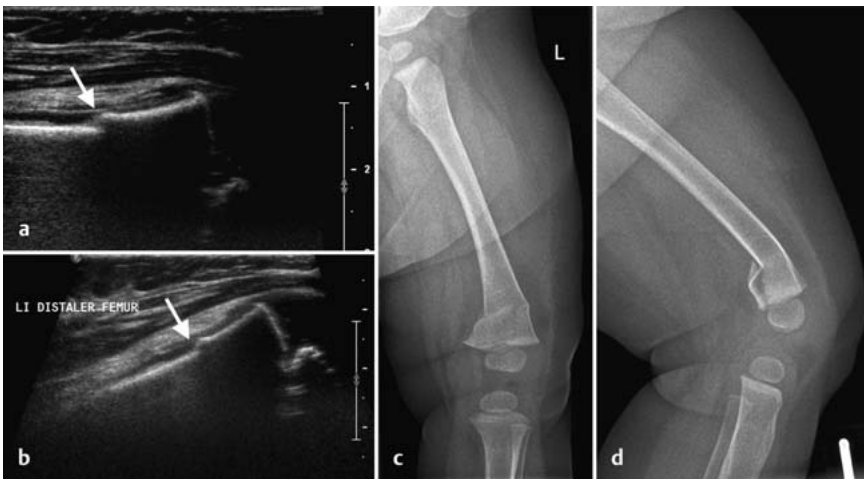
a bis d Distale suprakondyläre Femurschaftfraktur mit Stufe und Achsknick (↑) bei einem 8 Monate alten Mädchen nach Treppensturz im Ultraschall (a, b) und im Röntgen (c, d).
